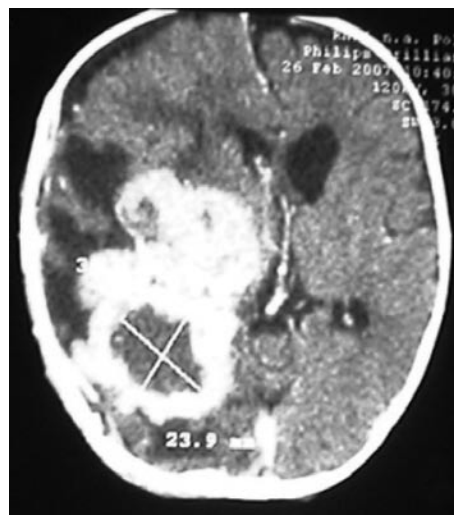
Пациентка М., 9 мес. Диагноз: «ПНЭО больших размеров глубоких отделов левого полушария». СКТ до (а) и через 3 мес после операции (б).
